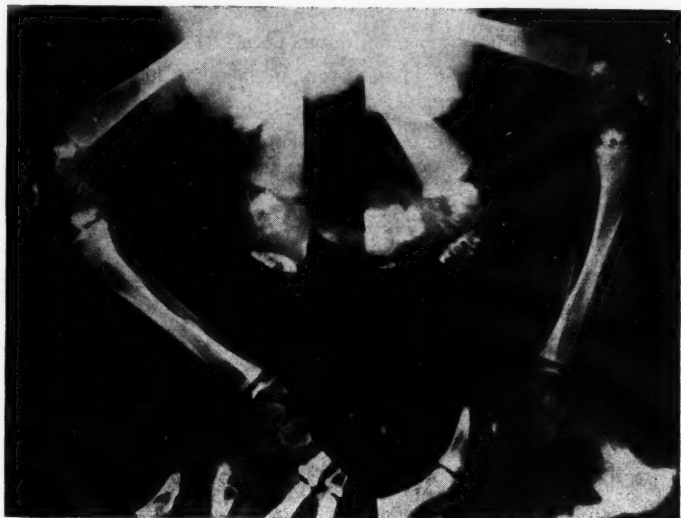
Radiographie latérale des deux membres inférieurs. Remarquer la haute densité et la fragmentation des dépôts calcaires dans la région des deux genoux ainsi qu'au niveau de l'épiphyse du calcanéum gauche.
